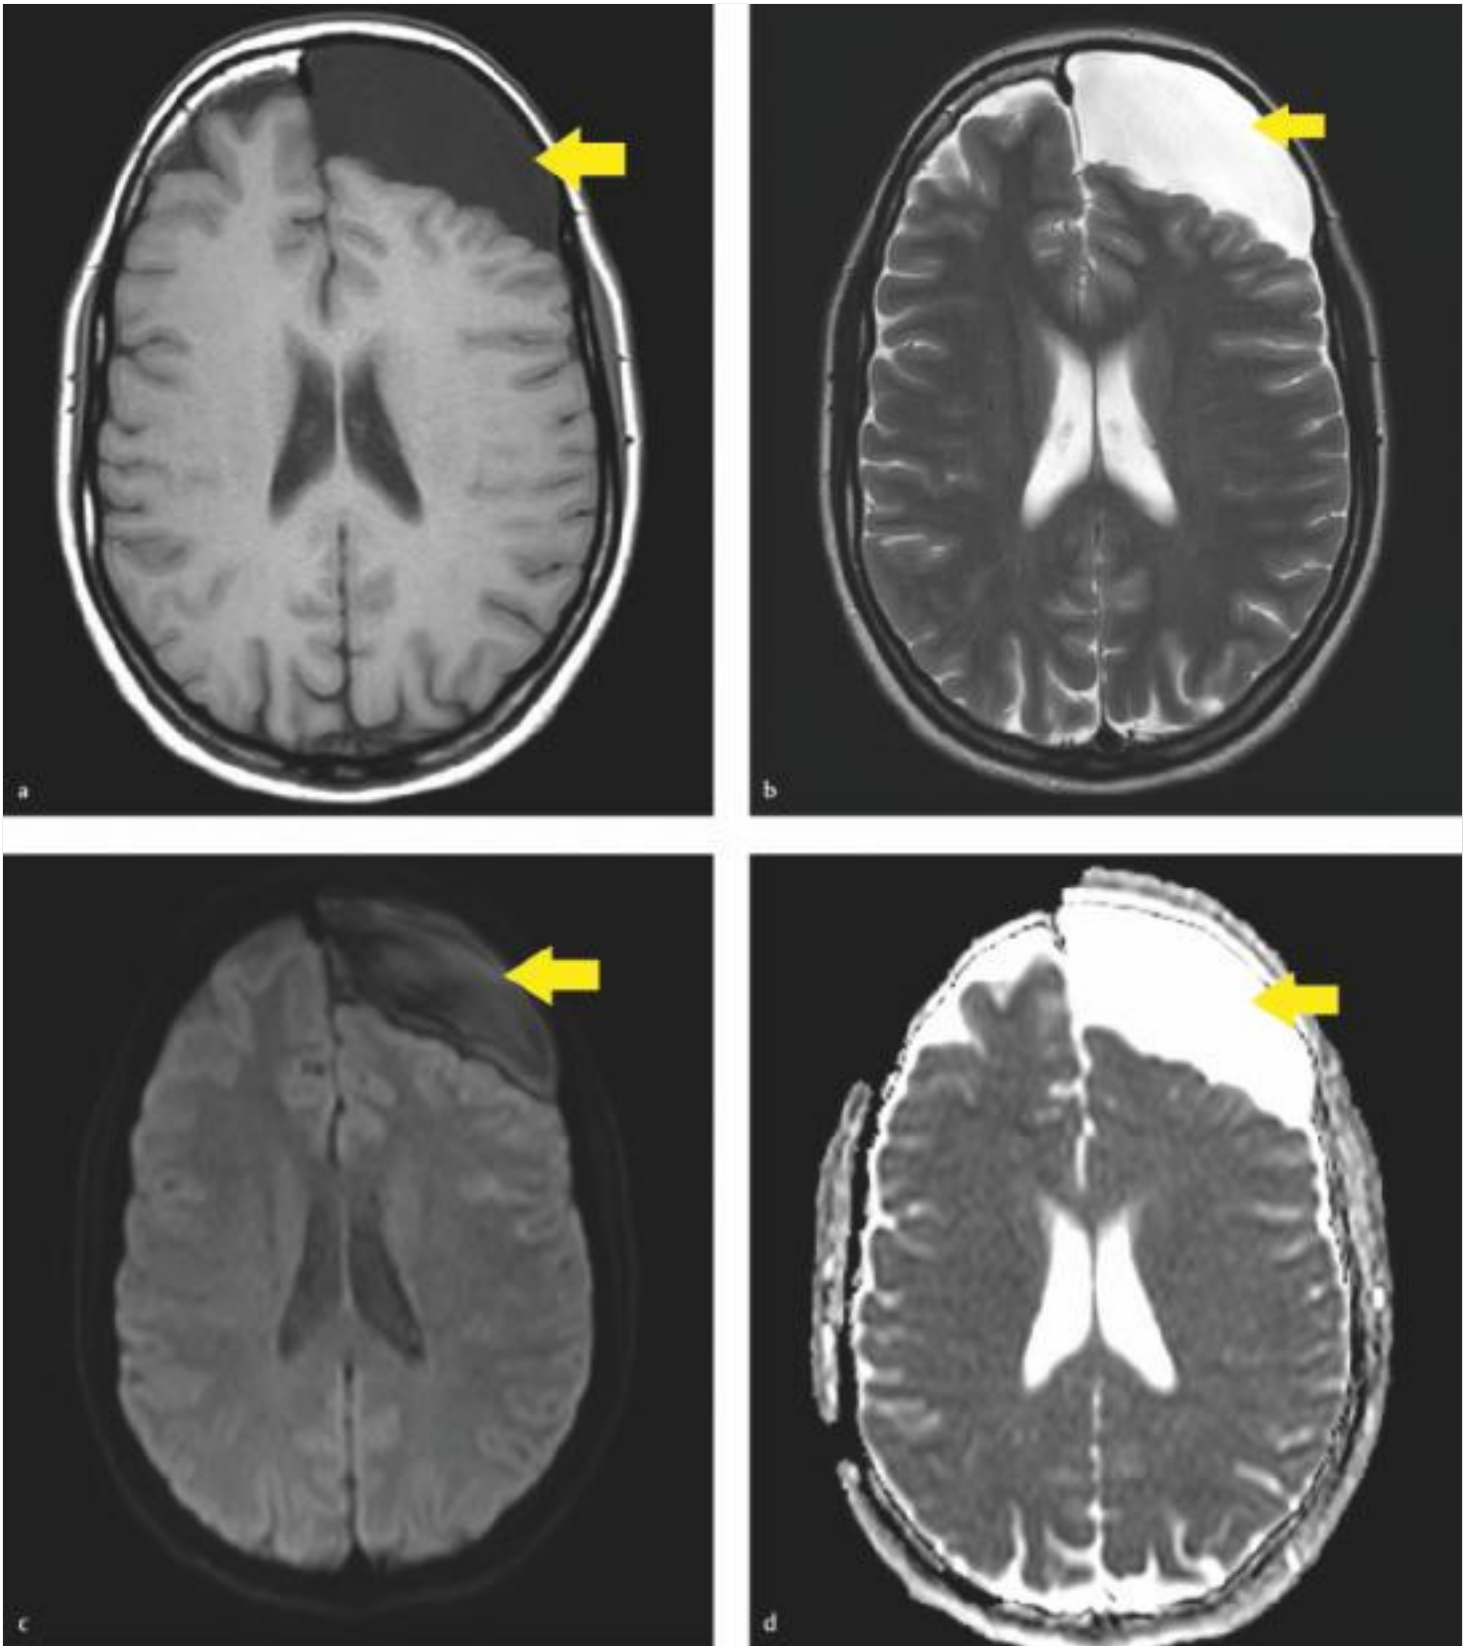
Große Arachnoidalzyste linksfrontal. In den MRT-Aufnahmen des Patienten zeigt sich eine große liquorisointense, extraaxiale, nur lokale Raumforderung linksfrontal (a, b, Pfeile) ohne Diffusionsrestriktion (c, d, Pfeile).
